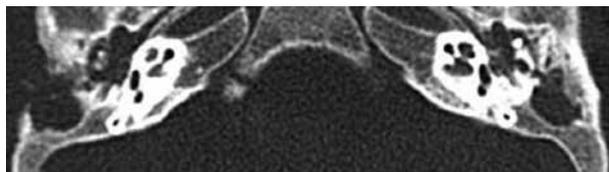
TC peñascos, corte axial. Ocupación de ambos oídos medios y mastoides por una imagen de densidad de partes blandas, con signos de erosión ósea.
